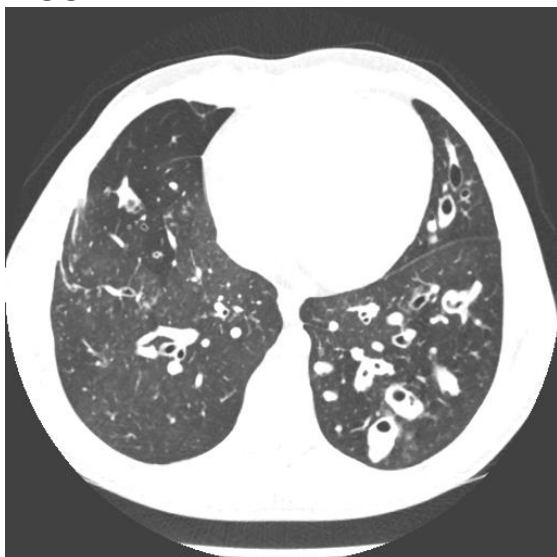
Tomografia Computadorizada com janela pulmonar em reconstrução axila demonstra bronquiectasias e broncomucoceles em lobo inferior esquerdo e pequenas bronquiolectasias e aprisionamento de ar no segmento basal anterior do lobo inferior direito.
